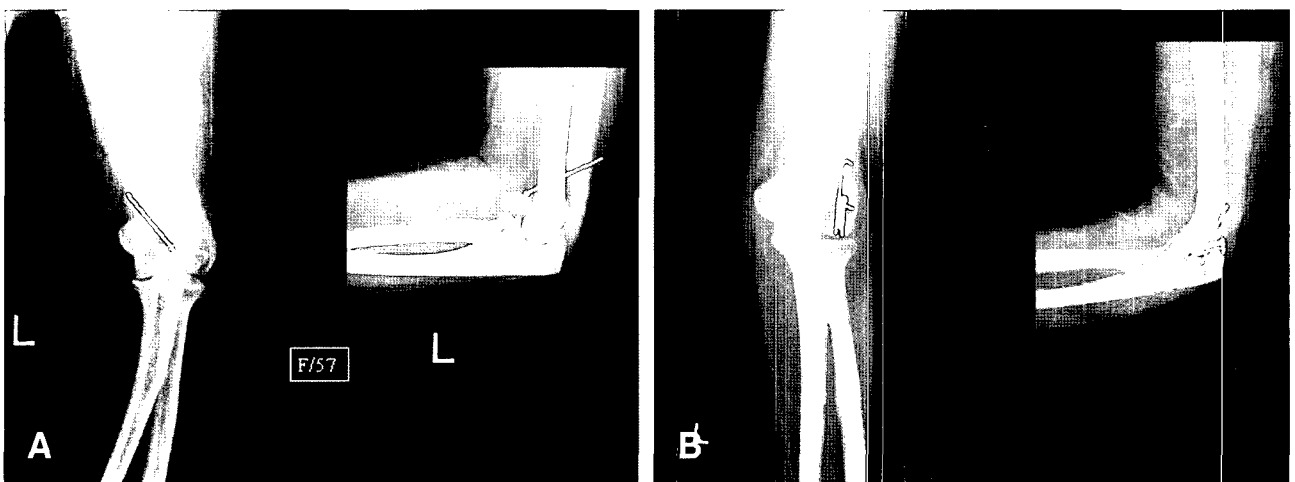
Case 1. (A) Plain preoperative radiographs: anteroposterior (right) and lateral (left) views. Morrey type I fracture of the capitulum displaced superiorly on the lateral view. (B) Plain postoperative radiographs: anteroposterior (left) and lateral (right) views. The fracture was fixed by one cannulated screw and 2 K-wires.
